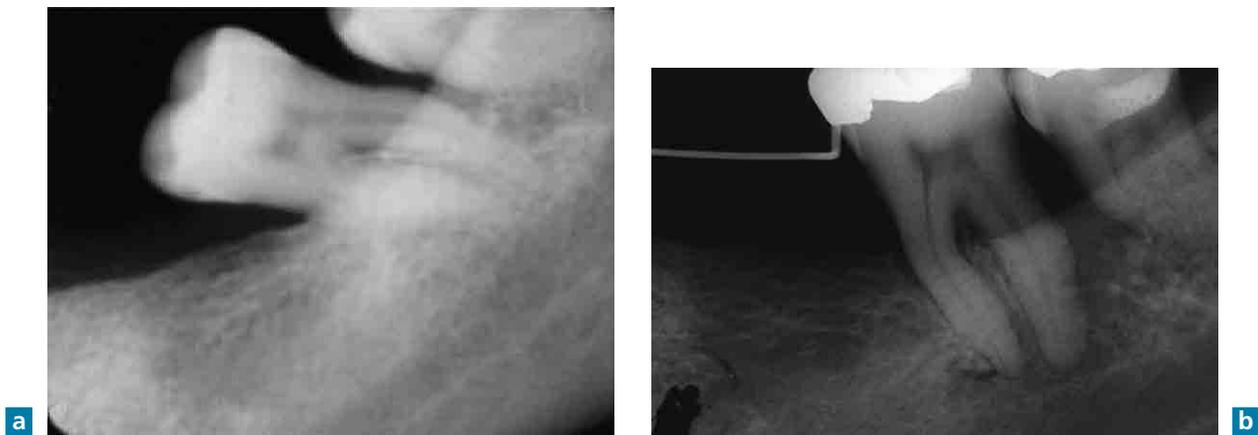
Radiographies rétro-alvéolaires long cône avant et après redressement des 37 et 38.
